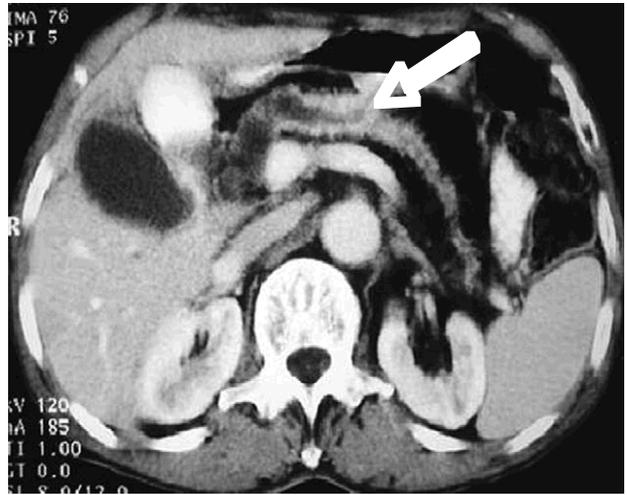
TDM abdominale : ectasie du canal de Wirsung dans sa portion céphalique. Image compatible avec une fistule entre le canal de Wirsung et l'estomac.
